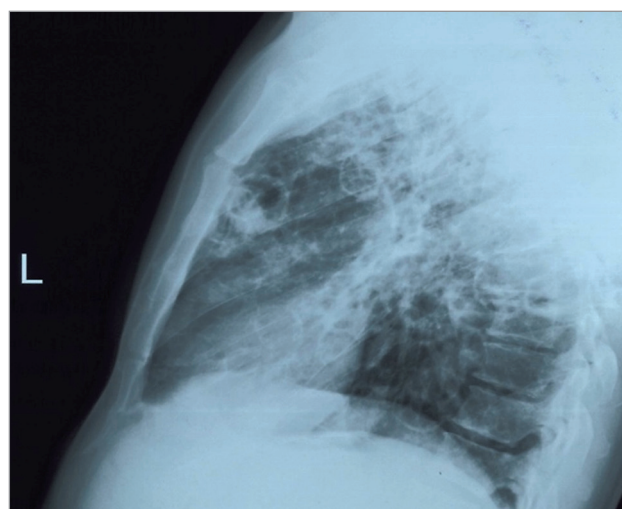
Рентгенограммы органов грудной клетки пациента с внебольничной пневмонией, вызванной *Staphylococcus aureus*; стафилококковая буллезная пневмопатия
